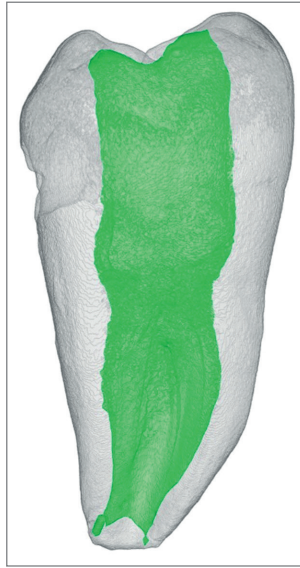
Molar inferior con conducto único. Reconstrucción 3D por microtomografía computarizada. Cortesía: Angelo Torres (Facultad de Odontología de Ribeirão Preto – Universidad de São Paulo).
